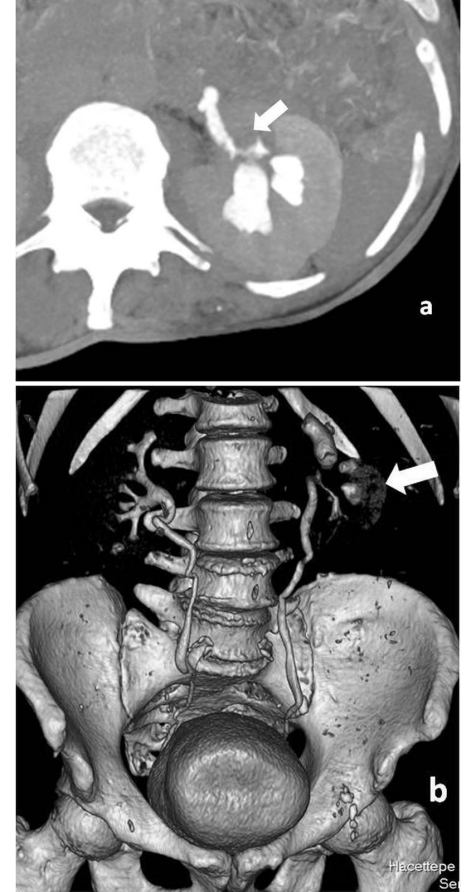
65 yaşında makroskopik hematüri şikayeti olan hastanın BT ürografisi incelemesinin aksiyel ürografideki görüntüsünde proksimal üreterde THK ile uyumlu irregüler duvar kalınlaşması (ok) görülmüştür.
